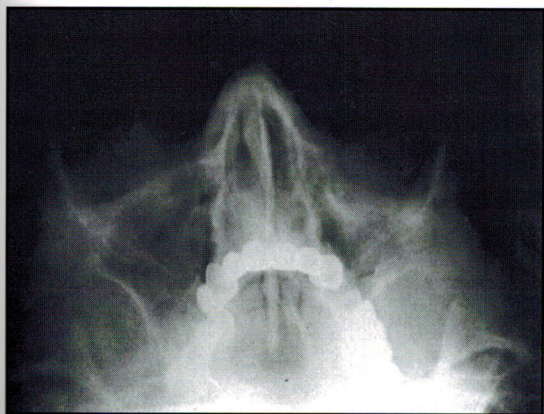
Рентгенограмма. Перелом левого скуло-глазнично-верхнечелюстного комплекса (Zm /F1L3,4,5S0).
